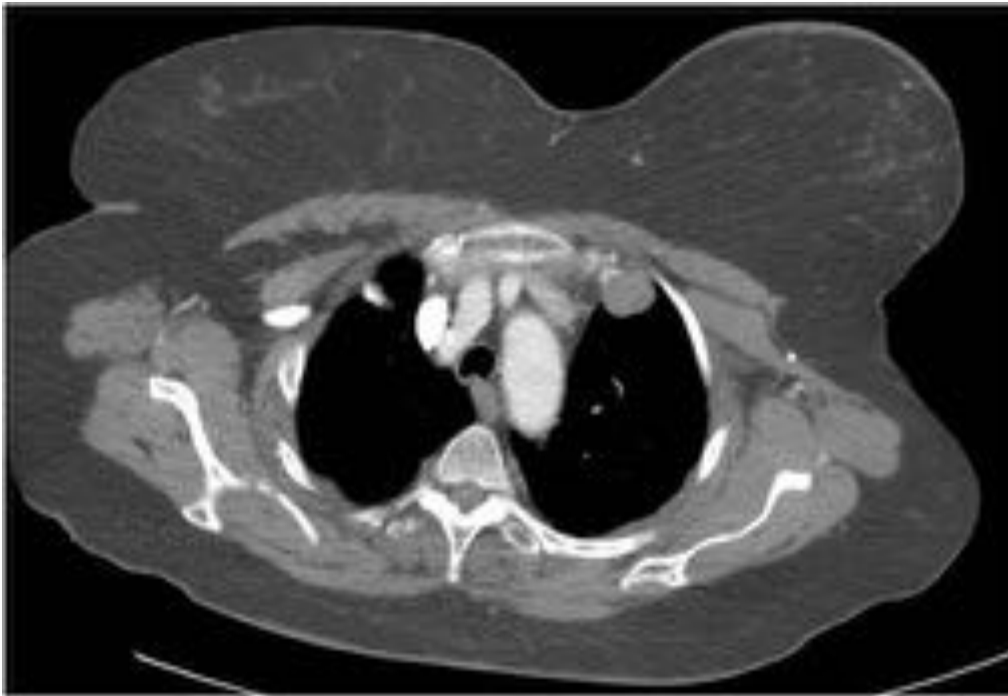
Corte axial de TAC torácico con CIV. Lesión adyacente a la arteria mamaria interna izquierda y próxima a la unión del esternón con las primeras costillas, que podría corresponder tanto con lesión pleural como extrapleural. Se trataba de una adenopatía sospechosa de malignidad en territorio de la mamaria interna izquierda en una paciente con cáncer de mama con enfermedad diseminada.
